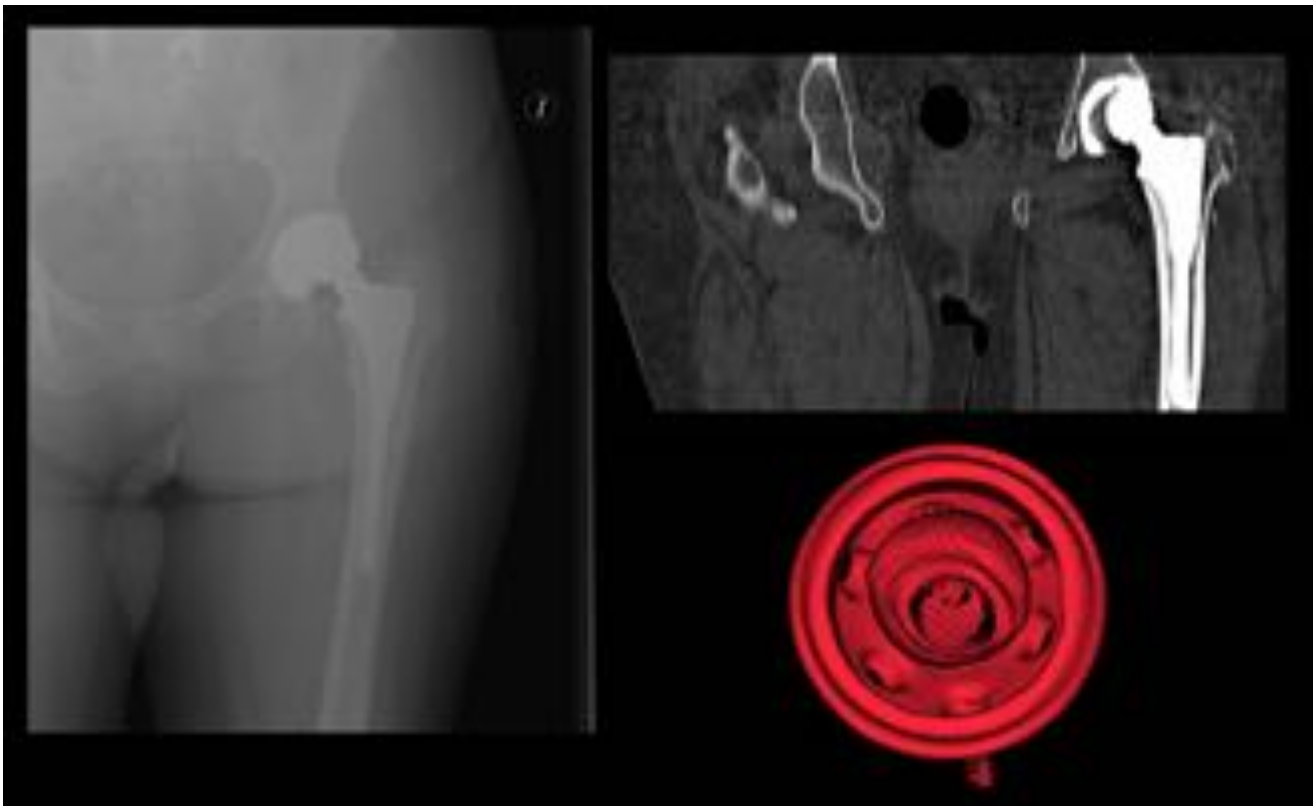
Desplazamiento superolateral de la cabeza femoral sugestivo de desgaste del componente de polietileno visto en rx (izquierda), TC coronal y reconstrucción VR (derecha).
